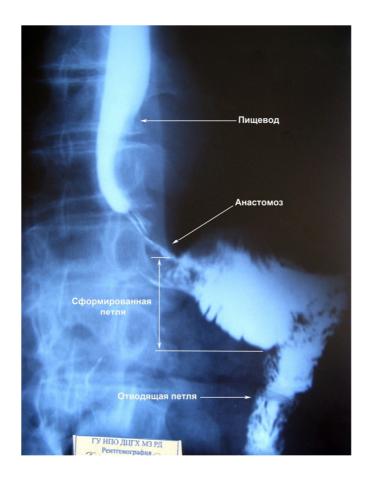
Рентгенологическая картина пациента X., 64 лет, 6 мес. после операции.
